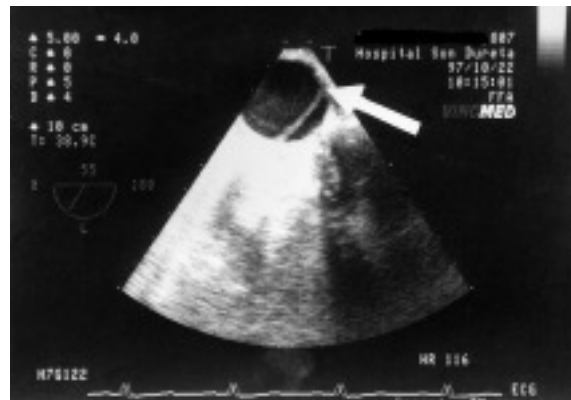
Imagen en ecocardiograma transesofágico de una disección tipo A. Se observa el flap intimal que separa la falsa de la verdadera luz.
